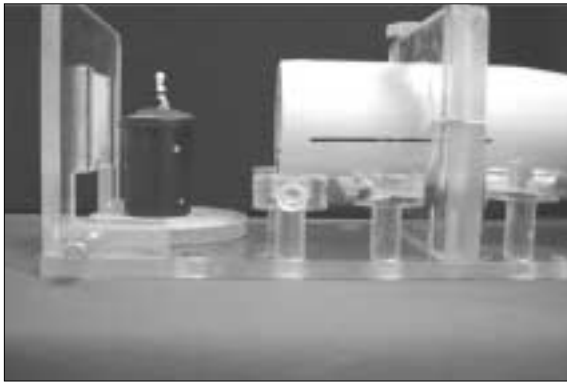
The device for taking a standard radiograph at the same position
